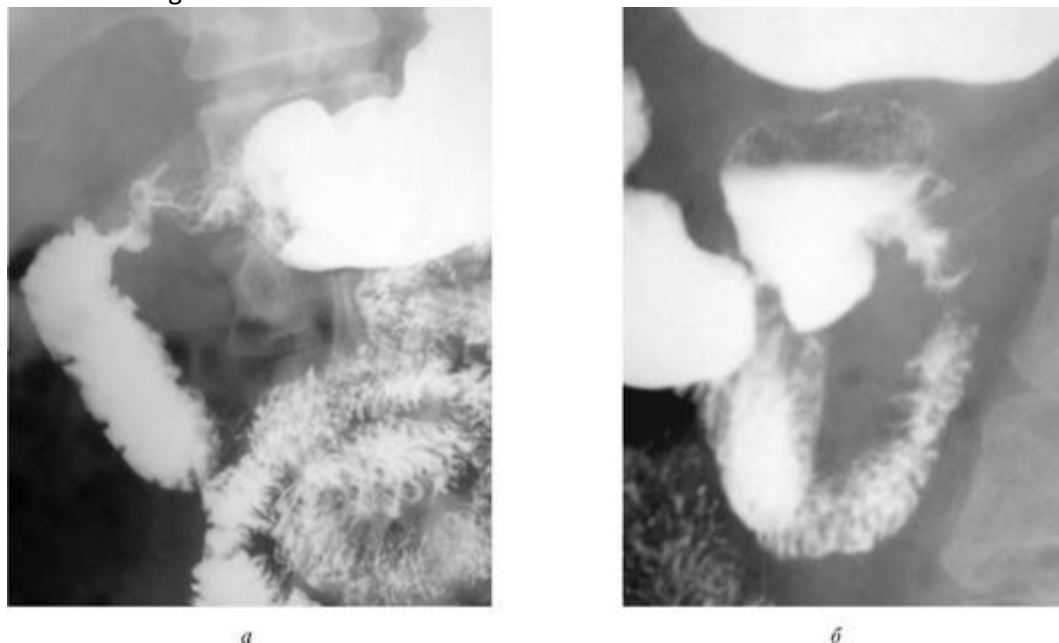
Беззондовая дуоденография: *а* - прицельная рентгенография ДПК в прямой проекции стоя; *б* - прицельная рентгенография ДПК в косой проекции лежа на животе
